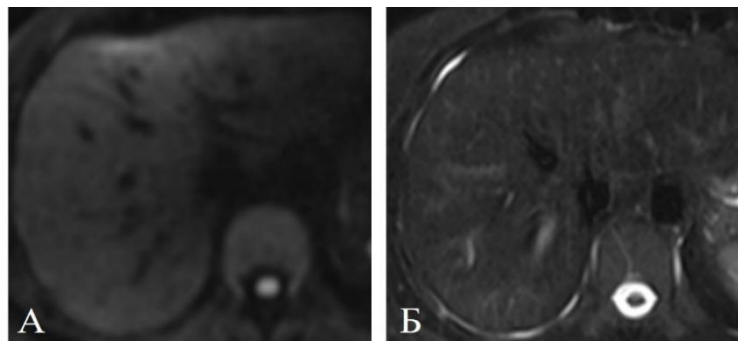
Та же пациентка, 8 нед. после ТЛЛНМ. Диффузионно-взвешенная МРТ (А) и Т2ВИ с жироподавлением (Б) показывают полный регресс очагов
